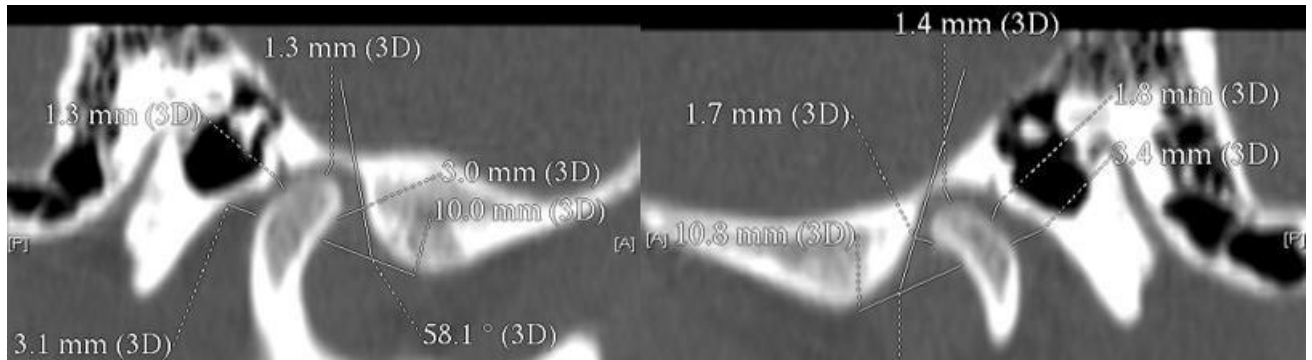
Фото. Компьютерная томография ВНЧС в сагиттальной проекции с сужением размеров в отделе D3 и D4
